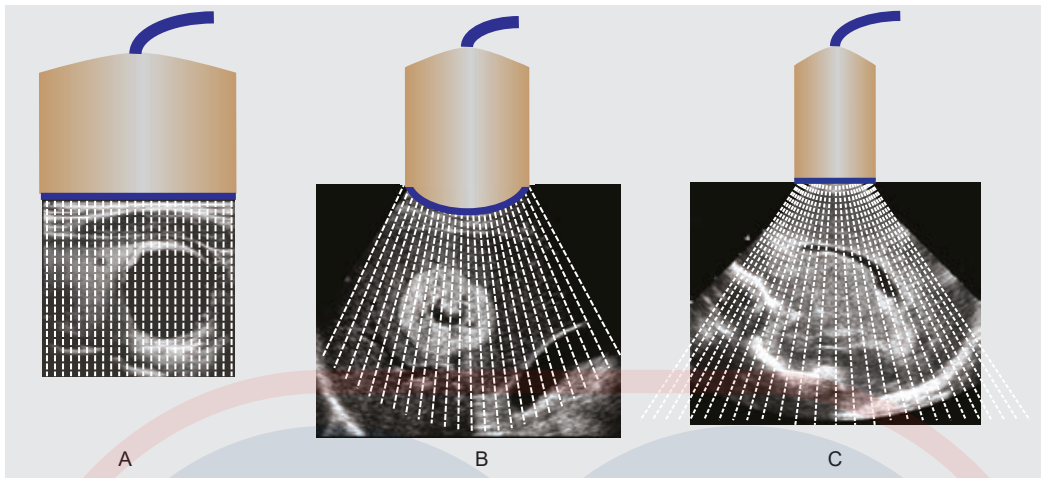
Dirección del haz. A) Matriz lineal. En un transductor de matriz lineal, los elementos individuales o grupos de elementos se disparan en secuencia. Esto genera una serie de haces de ultrasonido paralelos, cada uno perpendicular a la cara del transductor. Como estos haces se mueven a través de la cara del transductor, generan las líneas de visión que se combinan para formar la imagen final. Dependiendo del número de elementos del transductor y de la secuencia en la cual se disparan, al enfocar las profundidades seleccionadas desde la superficie se pueden alcanzar matrices lineales pequeñas de alta frecuencia que son muy adecuadas para el escaneo de partes pequeñas. B) Matriz convexo. Una variante de la matriz lineal, la matriz convexo utiliza elementos del transductor dispuestos en un arco, lo que produce una imagen en forma de tarta. Estos transductores son muy adecuados para exámenes abdominales, pélvicos y fetales. C) Matriz en fase. Un transductor de matriz en fase produce un campo de visión sectorial disparando múltiples elementos del transductor en una secuencia precisa para generar la interfaz de los frentes de onda acústicos que dirigen el haz. El haz del ultrasonido que resulta genera una serie de líneas de visión de ángulos variables, desde un lado del transductor hacia el otro, lo que produce un formato de imagen sectorial. Estos transductores requieren una pequeña área de contacto, en comparación con matrices más lineales y convexas, y son útiles para el escaneo de áreas en las que el acceso es limitado.
